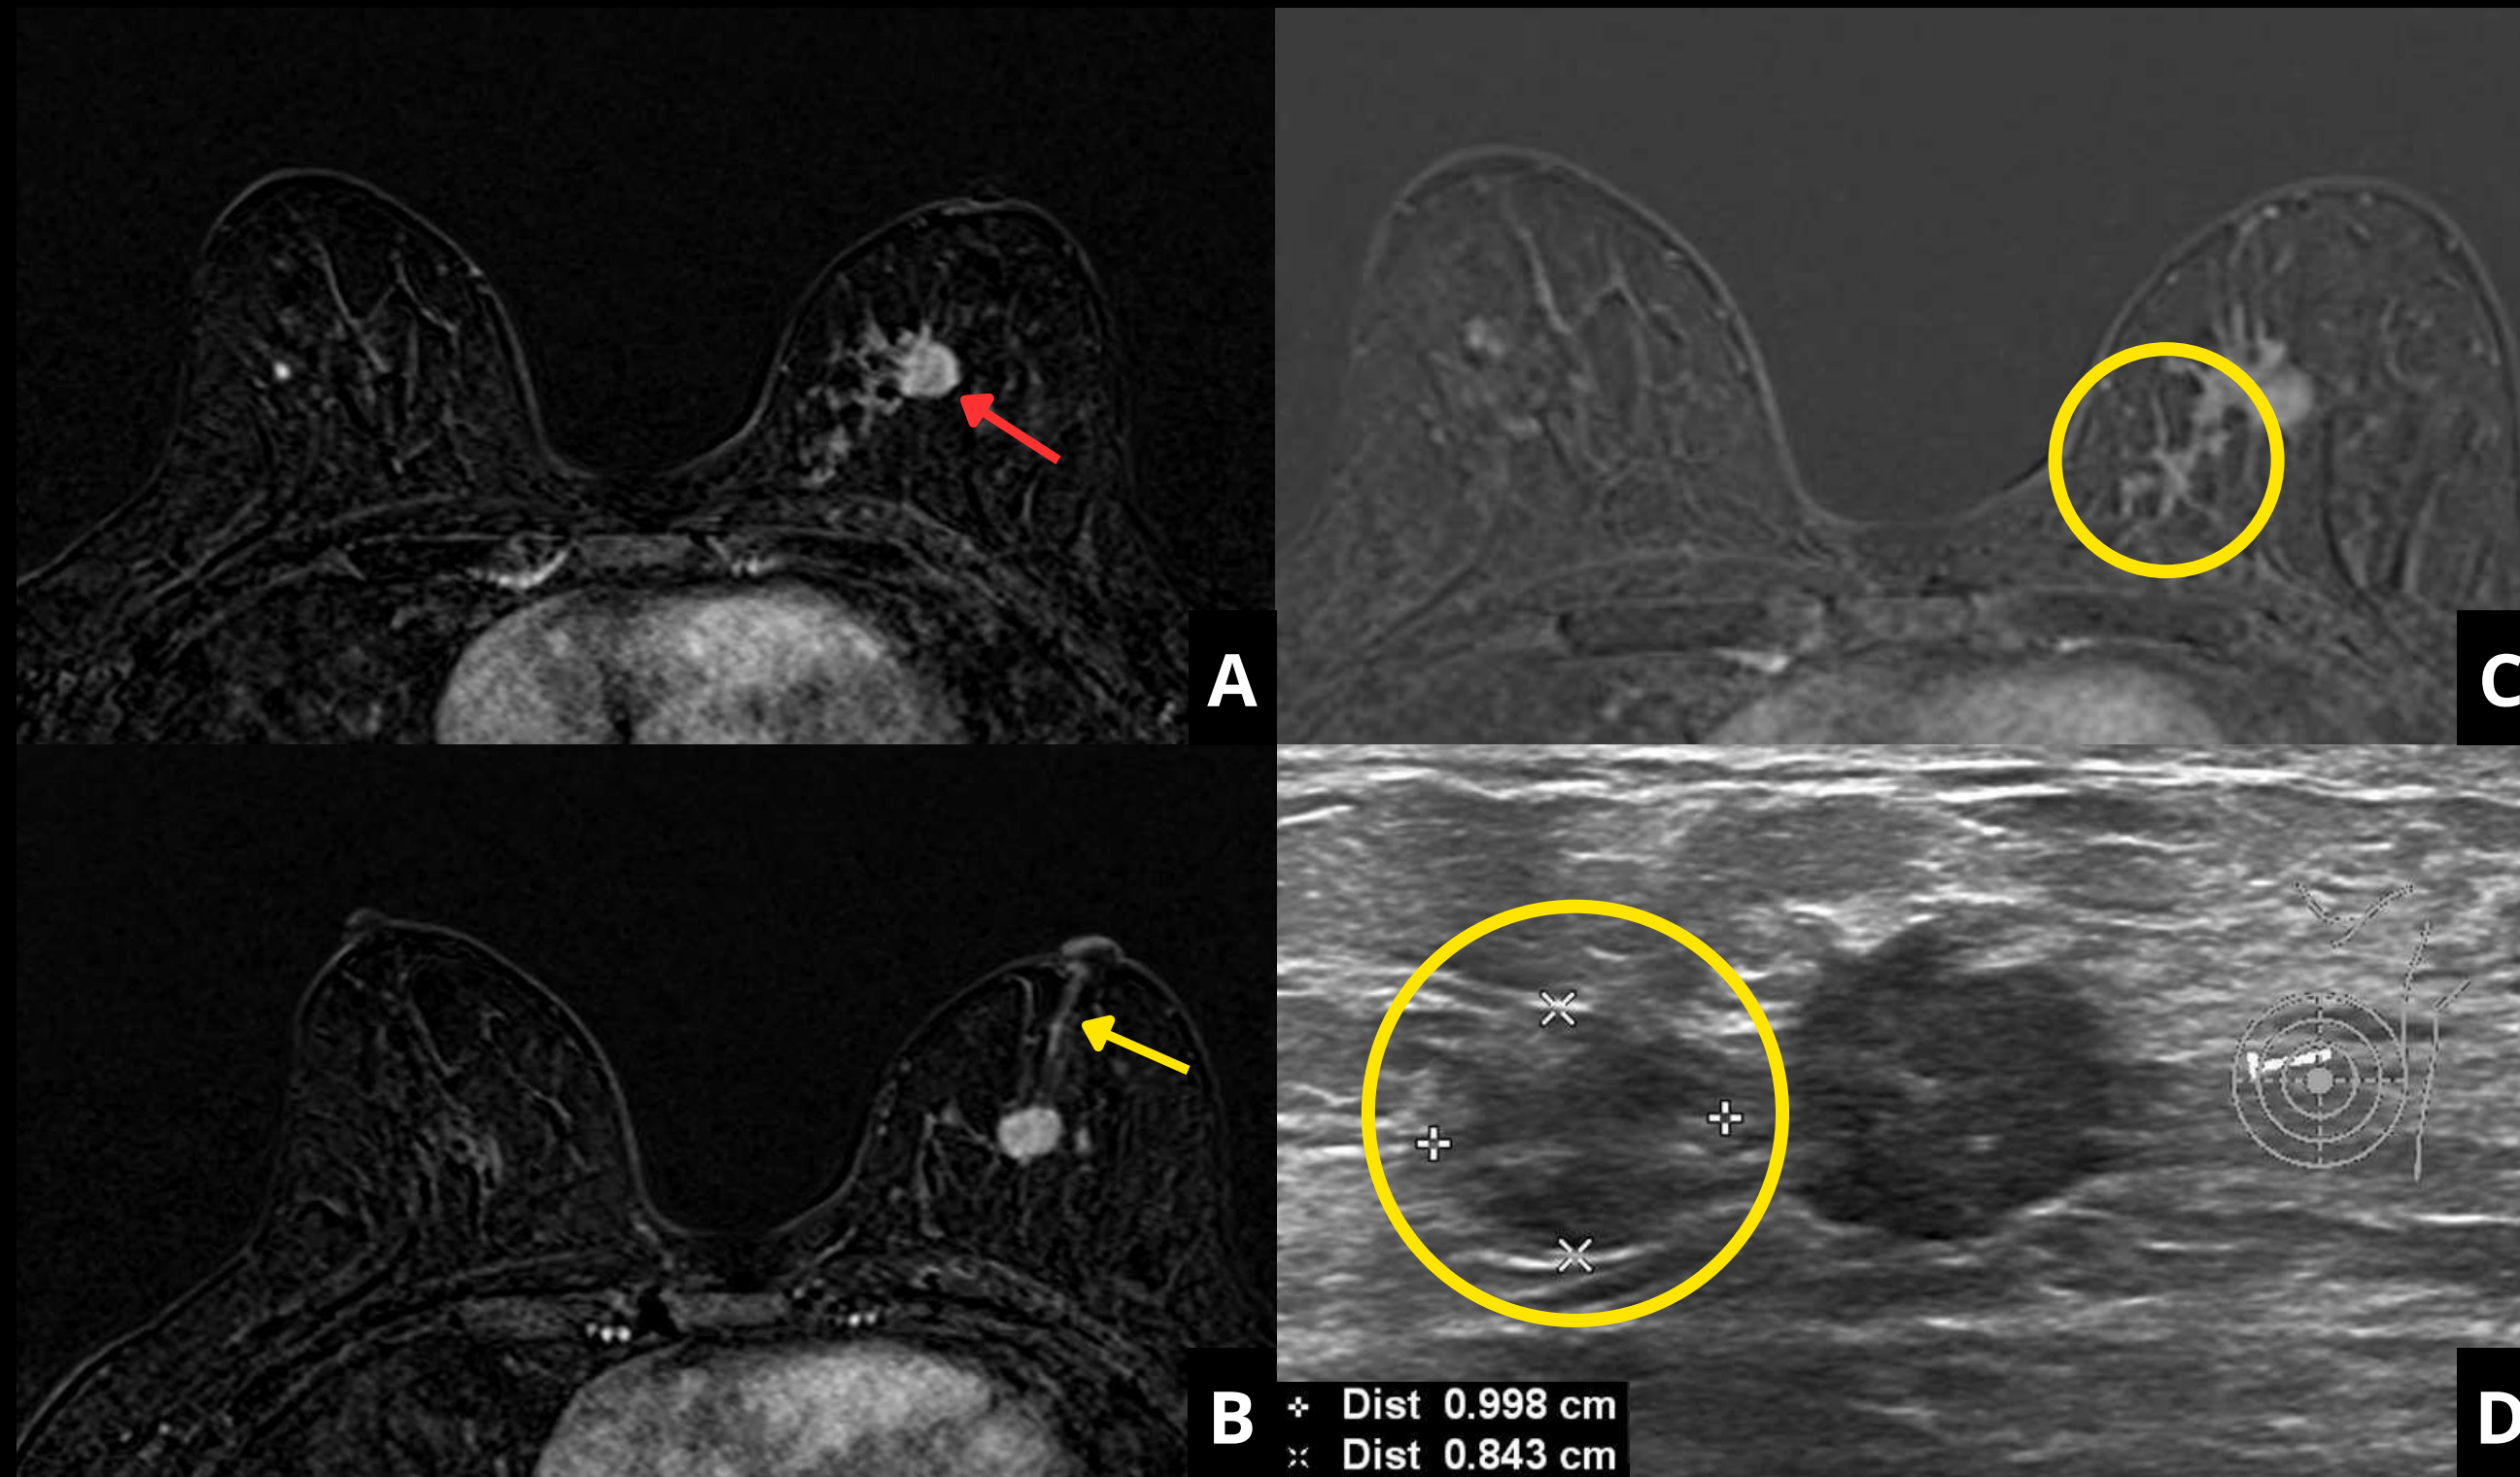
Imágenes de mamografía con contraste intravenoso y ecografía de reevaluación, en las que se observa la lesión índice (flecha roja), pero también un realce no masa con extensión hacia anterior (flecha amarilla) y posterior, más irregular (círculo amarillo).
